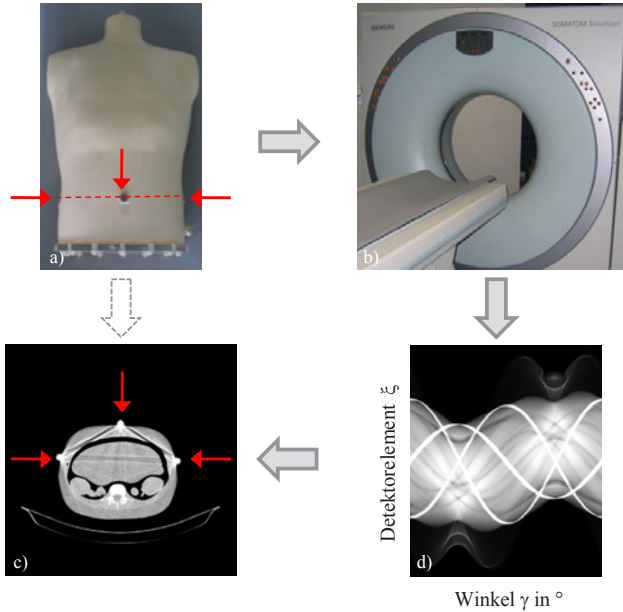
Prinzip der Computertomographie: Das zu untersuchende Objekt (Torsophantom CIRS Inc.) (a) versehen mit drei Stahlmarkern (rote Pfeile), wird mit dem Computertomograph Siemens SOMATOM Emotion Duo (b) gescannt. Hierbei erhält man Rohdaten in Form eines Sinogramms (d), die mit Hilfe geeigneter Rekonstruktionsmethoden in ein Schnittbild des Objektes (Torsophantoms) (c) auf Höhe der gestrichelten Linie (a) umgerechnet werden können.
